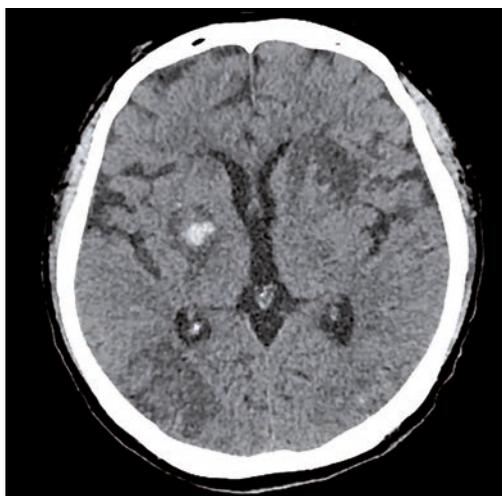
Снимок КТ. В корково-субкортикальном отделах затылочных долей, в подкорковой структуре справа, в области головки хвостатого ядра определяются нечетко очерченные участки пониженной плотности
